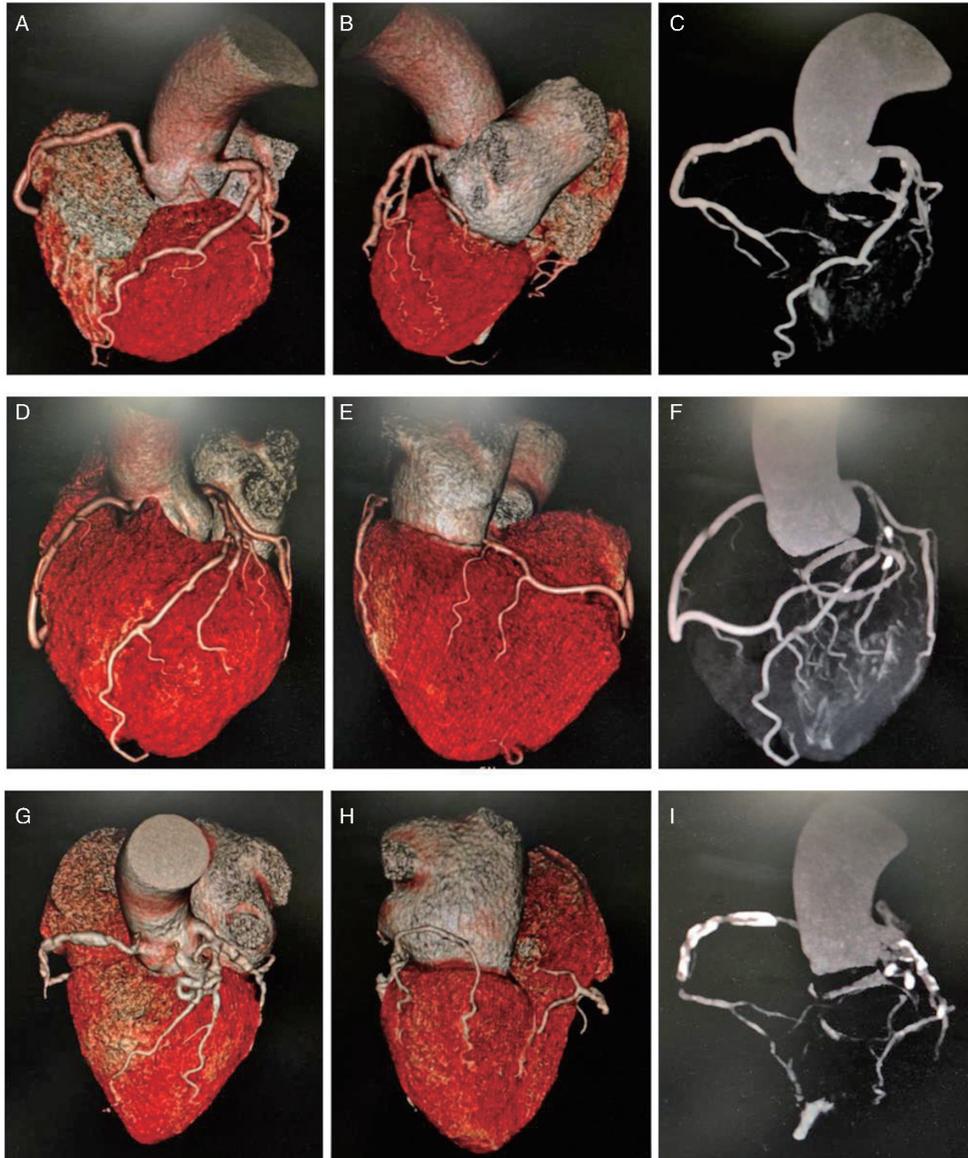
不同冠状动脉狭窄程度患者冠状动脉狭窄经典 CT 图像及三维重构图 A、B、C 为轻度狭窄, 狭窄程度 30%; D、E、F 为中度狭窄, 狭窄程度 65%; G、H、I 为重度狭窄, 狭窄程度 85%。
